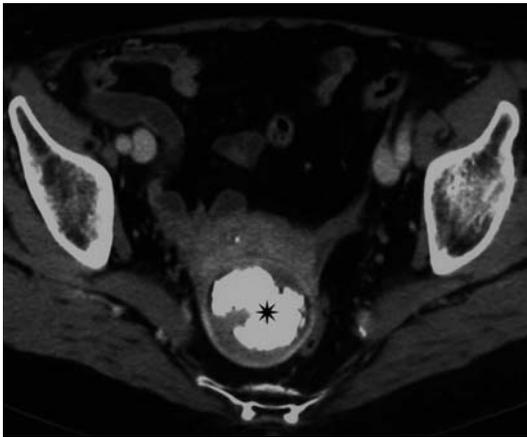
Tomografia computerizzata. Leiomioma calcifico. L'immagine assiale acquisita in fase venosa documenta utero verticalizzato e voluminoso leiomioma a struttura disomogenea con estesa componente centrale calcifica (asterisco)
